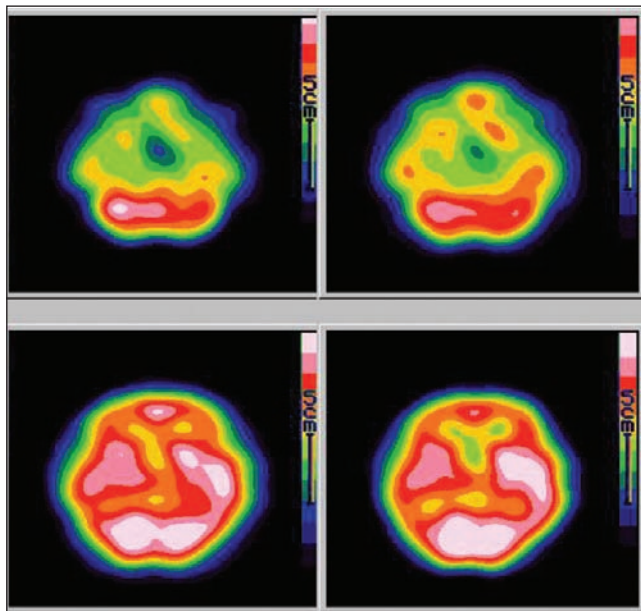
Асимметрия радиоактивности в полушариях головного мозга, обусловленная снижением перфузии в бассейне правой внутренней сонной артерии у больного с гипертонической энцефалопатией
